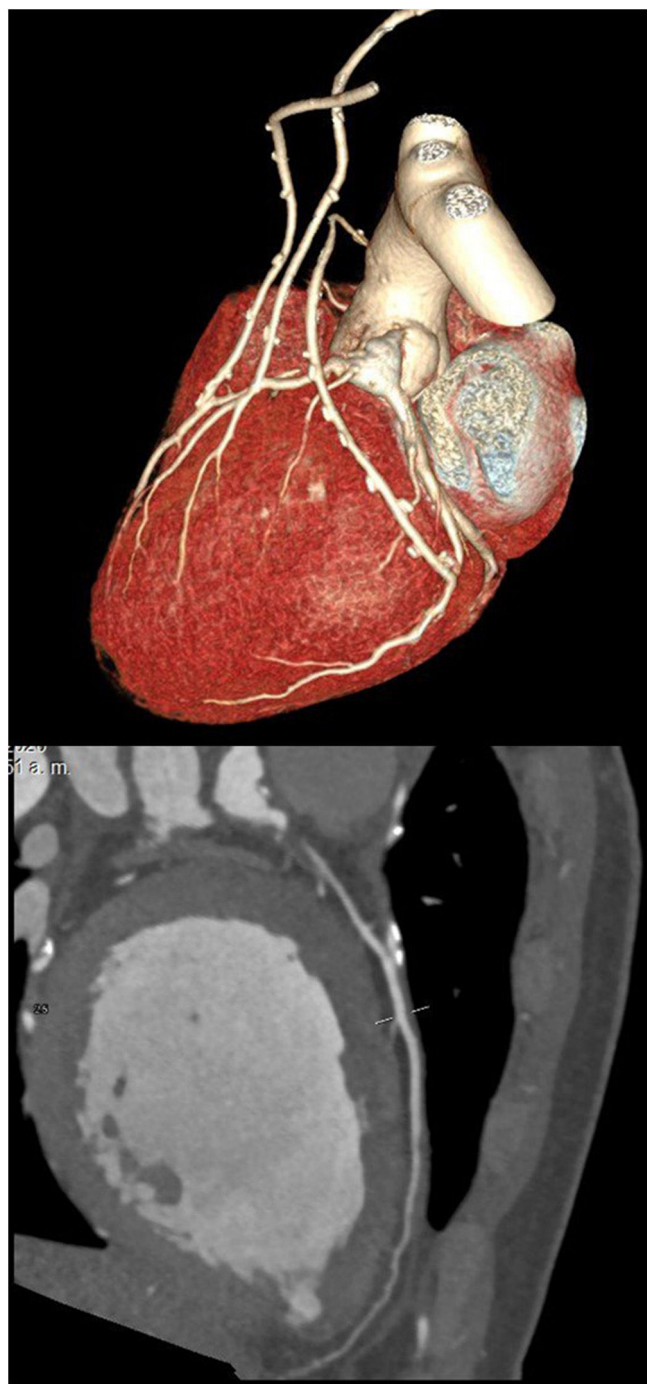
Angiotomografía del sistema coronario izquierdo (reconstrucción 3 D). Se muestra que los injertos arteriales tienen permeabilidad adecuada con adecuado paso de medio de contraste.
